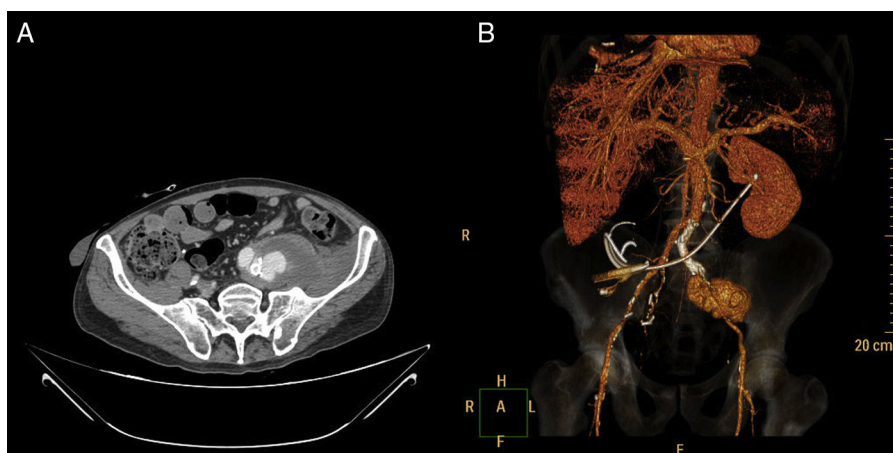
Imágenes de angio-TC: A) Sangrado retroperitoneal por rotura del pseudoaneurisma ilíaco izquierdo. B) Antiguos stents ilíacos y pseudoaneurisma por fuga distal.
